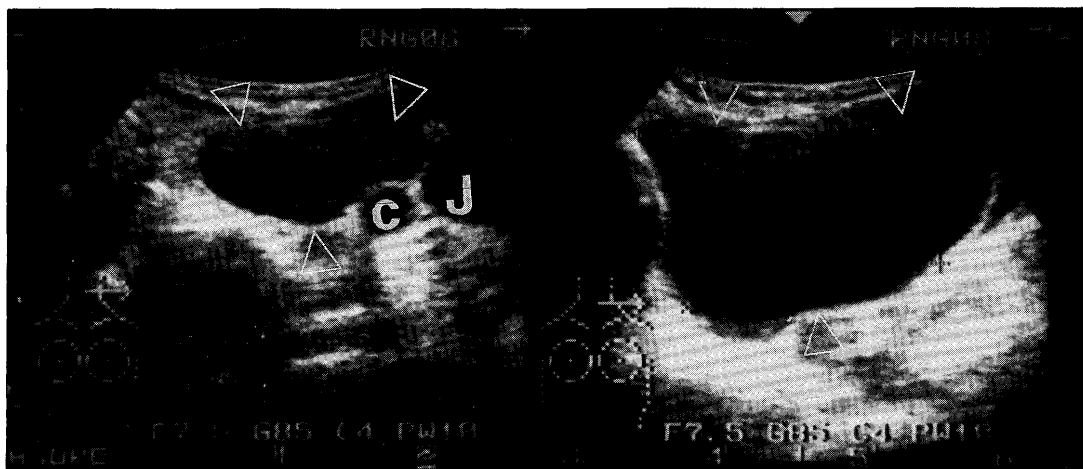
Transverse ultrasonograms show a huge anechoic nodule with smooth inner wall (open arrowheads) infero-lateral to the left thyroid lobe and medial to the carotid artery (C) and jugular vein (J).
